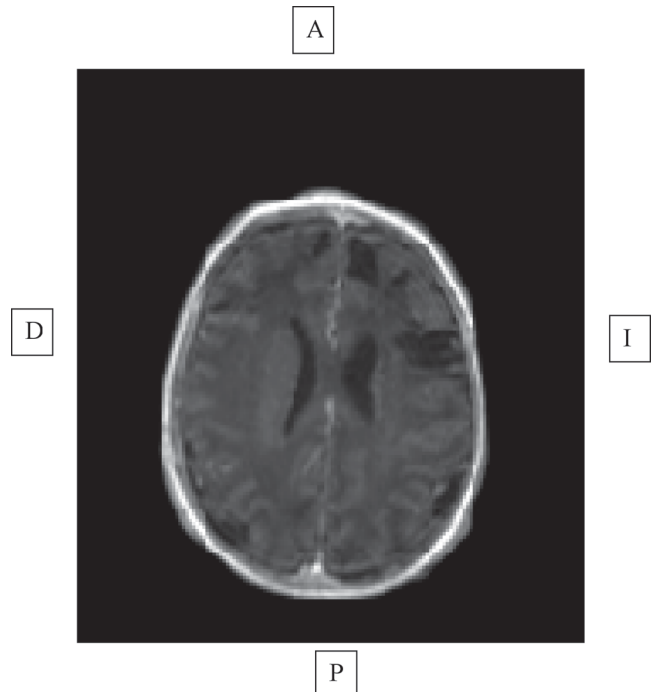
Resonancia magnética cerebral (al mes de ingreso, control de secuelas). Ventriculos asimétricos con retracción y remodelación del asta frontal izquierda, múltiples lesiones de sustancia blanca subcortical, más acusada a nivel frontal y bi-temporal en relación con edema, extensas zonas de porencefalia en esos niveles, pseudoaneurisma postraumático en ínsula izquierda. Persiste componente hemorrágico subaracnoideo; en imágenes de difusión, isquemia subaguda parietooccipital. A: anterior; D: derecho; I: izquierdo; P: posterior.
